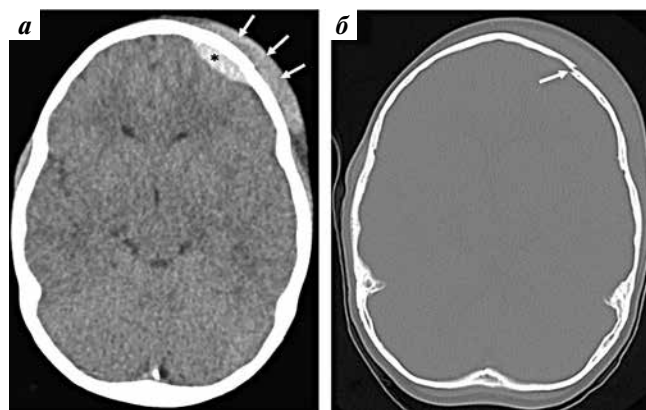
Pre-operative computed tomography brain explaining: a – left small epidural hematoma (asterisk) with severe brain edema (arrows); b – left frontal bone fracture
